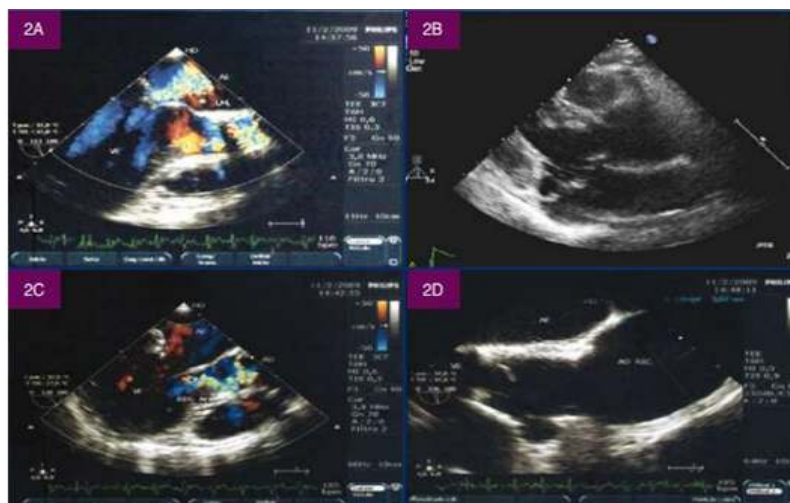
Ecocardiograma transesofágico em paciente com MFS. A) Insuficiência mitral; B) Prolapso mitral; C) Insuficiência aórtica; D) Dilatação aneurismática da aorta ascendente.²³
